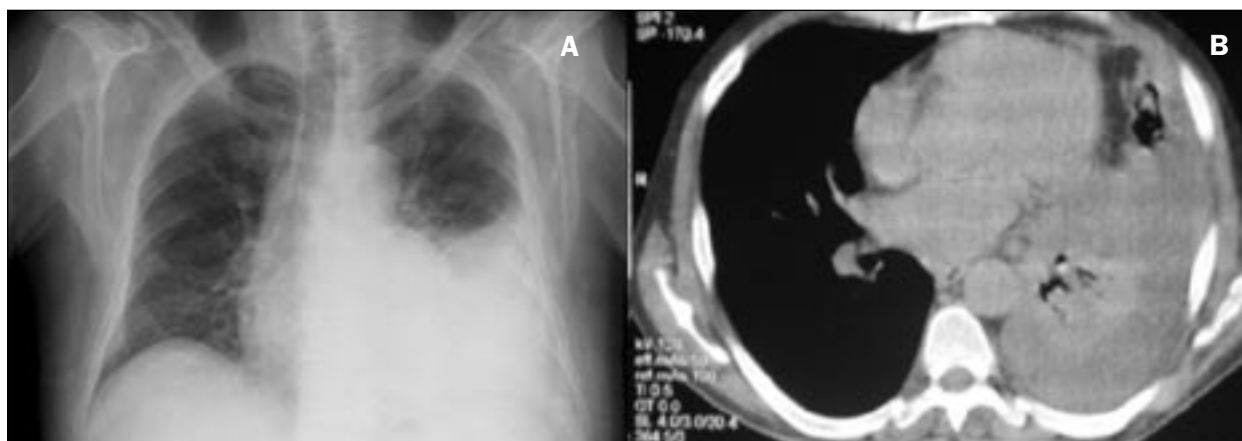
A: Radiografía posteroanterior de tórax. Aumento de densidad en base izquierda correspondiente a condensación alveolar y derrame pleural. B: Tomografía axial computada de tórax. Condensación alveolar que ocupa el lóbulo inferior izquierdo y parte de la lingula, con derrame pleural acompañante.
